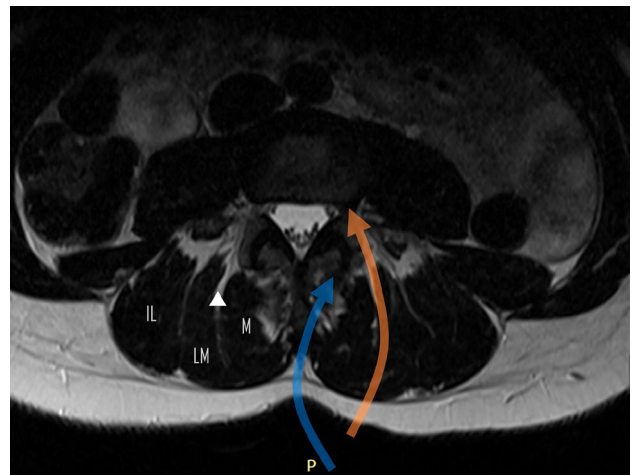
Imagen por RMN, corte axial, nivel L4. Se observa el plano de clivaje para la realización del abordaje tipo Wiltse (línea naranja), y la dirección de la disección en el abordaje convencional (línea azul). Referencias: M: multifidus, LM: longissimus, IL: iliocostalis. Triángulo: plano de clivaje utilizado para el abordaje tipo Wiltse.
